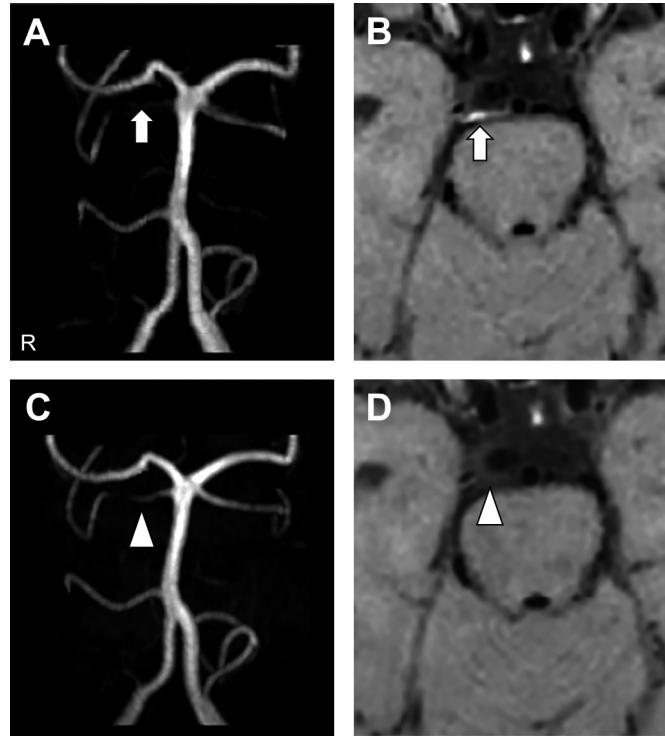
Brain MRI findings during and after treatment.
